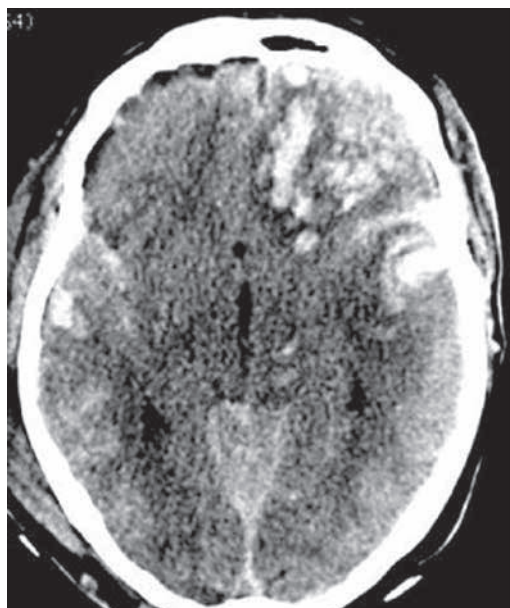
TC en TEC: múltiples contusiones corticales
